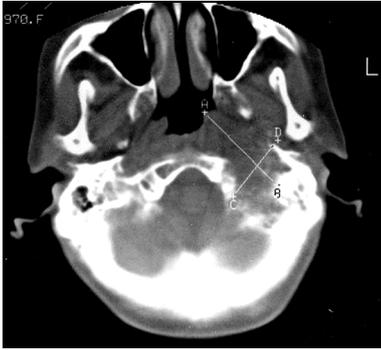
КТ 6-ой Н., 35 лет. На КТ от 2005г. видна тень опухоли, глубоко распространяющаяся на параназофарингеальное пространство и в пирамидку височной кости
